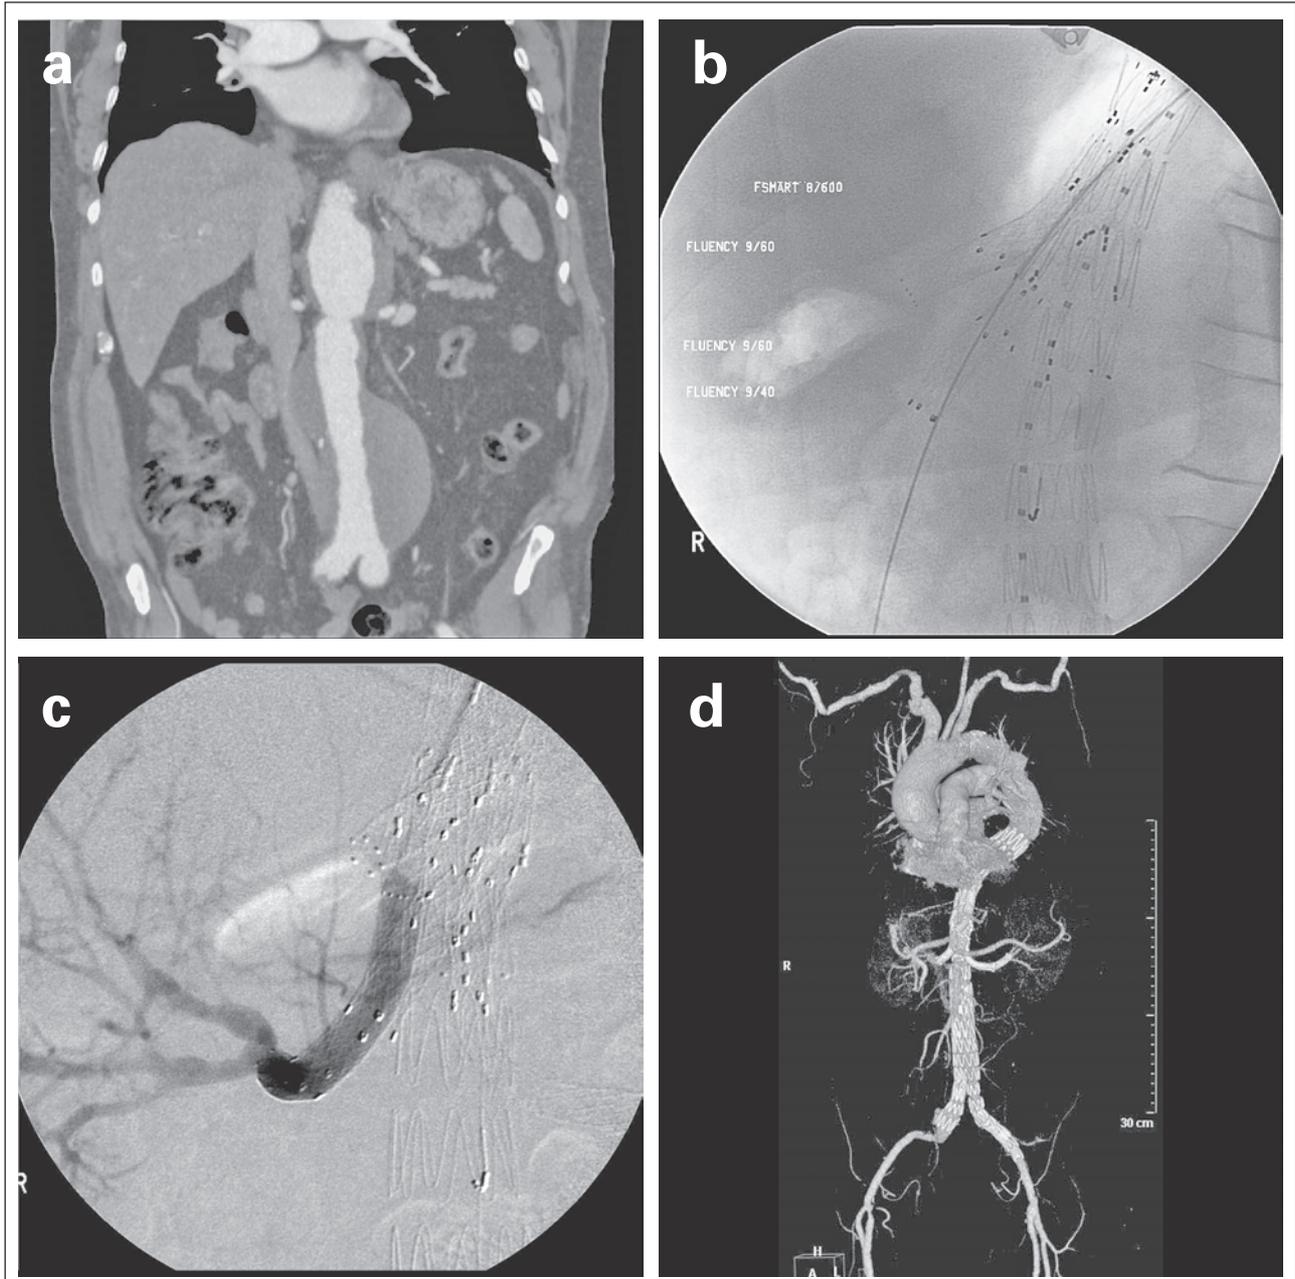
Implantation einer verzweigten Endoprothese. (a): CT-Rekonstruktion des thorakoabdominellen Aneurysmas; (b): nach vollständigem Absetzen Endoprothese-Sondierung der A. mesenterica superior von brachial; (c): Z. n. Versorgung der rechten Nierenarterie mit dem Überbrückungs-Stent-Graft; (d): CT-Rekonstruktion nach vollständiger Ausschaltung des Aneurysmas.
